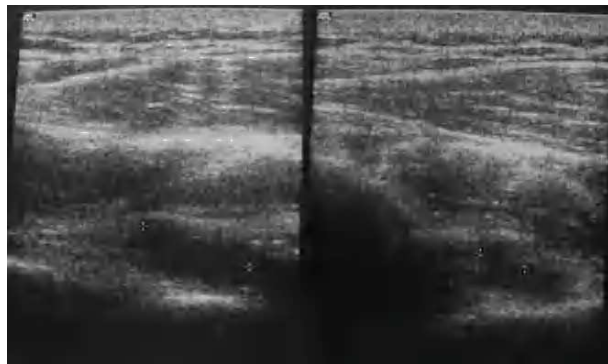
Ecografía de hombro derecho, en la que valoramos imagen hipoeoica (entre calipers), con relación al ganglión.
